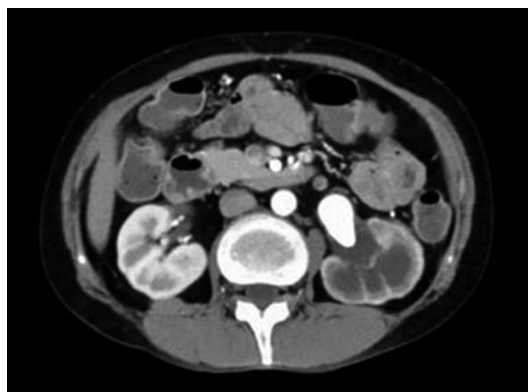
A left renal pelvis stone with a diameter of 36 mm and a maximum CT value of 550 HU was found in the left ureteropelvic junction.
